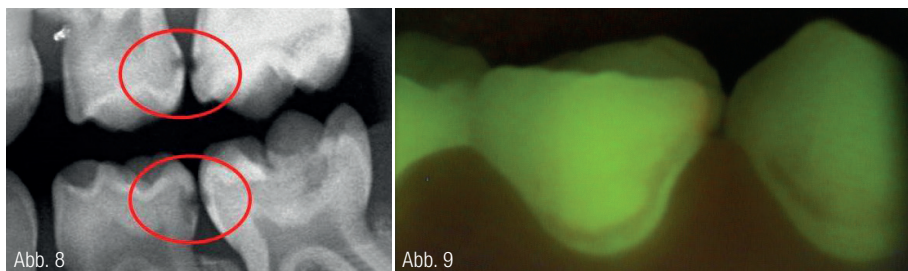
Bissflügelaufnahme – Approximalkaries an Milchmolaren (rot umrandet) kann oftmals erst in einem Röntgenbild identifiziert werden. Auch das Risiko einer möglichen Beteiligung der Pulpa kann deutlich besser abgeschätzt werden. (Bissflügelaufnahme: © Dr. Santamaría) Abb. 9: Kariesdiagnostik mit quantitativer lichtinduzierter Fluoreszenz (QLF™ – Inspektor Research Systems BV, Amsterdam, Niederlande). (Foto: © Dr. Alkilzy)
